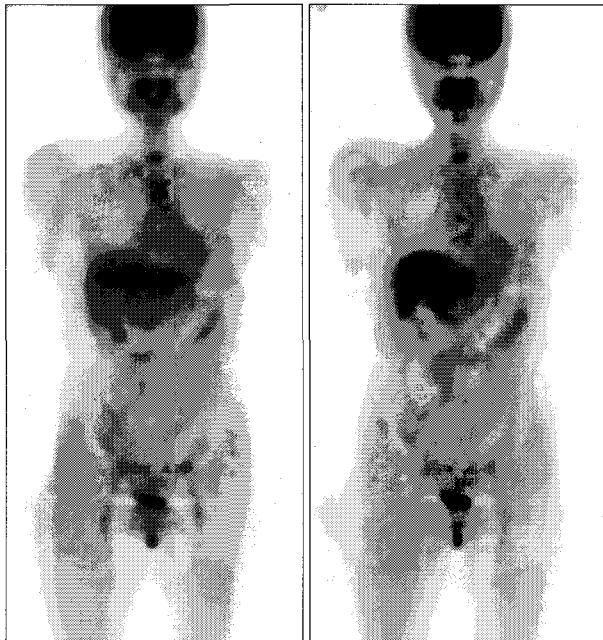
A PET scan showing a hot uptake in the lower cervical area.
